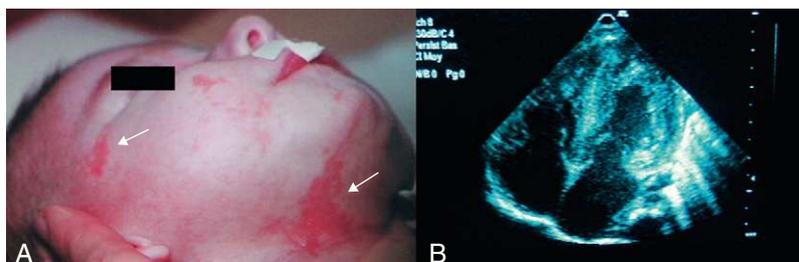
A: lesiones eritematosas cutáneas lineales de la cara y el cuello (flechas blancas) características del síndrome microftalmia con defectos cutáneos lineales. B: ecocardiografía transtorácica que muestra una miocardiopatía hipertrófica.
